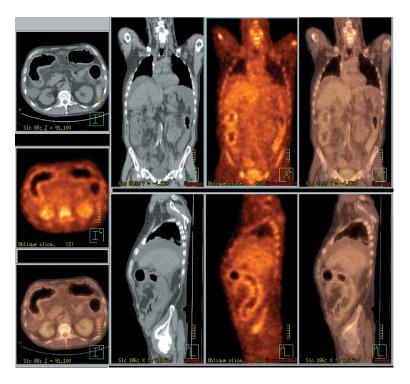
TEP/TDM démontrant un élargissement majeur du côlon transverse et descendant, associé à un hypermétabolisme marqué. On note en outre une hyperactivité médullaire diffuse, par stimulation post-chimiothérapie.
